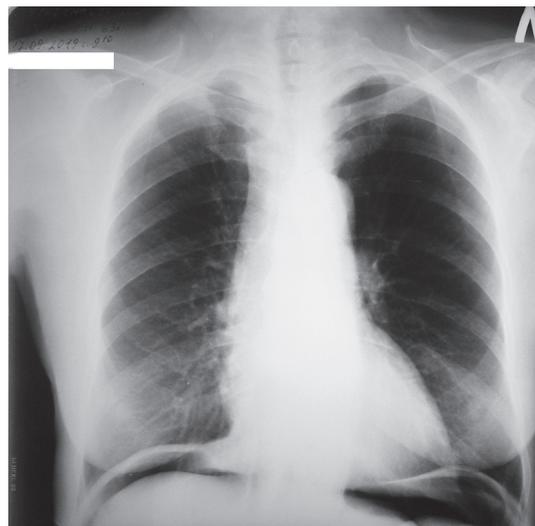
Рентгенограмма органов грудной клетки и поддиафрагмального пространства больной М. (17.09.19). Очаговых и инфильтративных теней в проекции легких нет. Легочный рисунок не усилен. Средостение не смещено. Синусы свободные. Свободный газ в поддиафрагмальном пространстве с двух сторон
